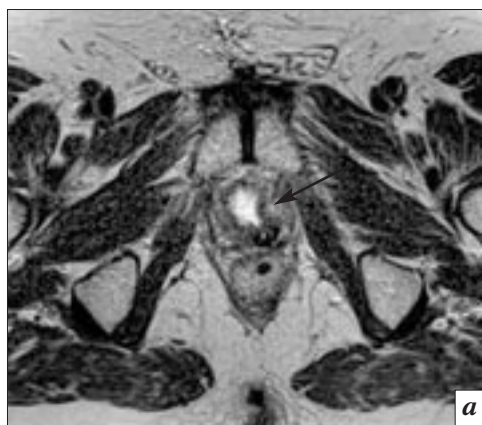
Магнитно-резонансные томограммы: а – Т2-взвешенное МР-изображение зоны цистоуретрального анастомоза, левая стенка анастомоза заметно деформирована (стрелка), однако убедительных данных за наличие рецидива не получено; б – ДВИ, в области деформации левой стенки анастомоза четко различим мелкий очаг с гиперинтенсивным МР-сигналом (стрелка).
